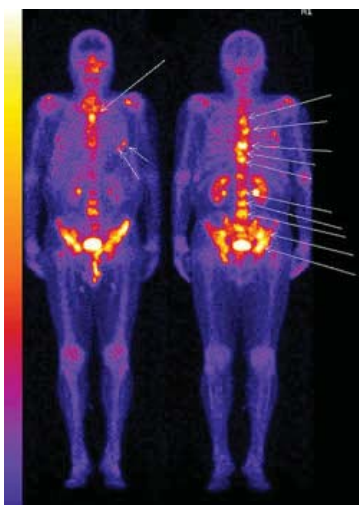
Сцинтиграфия метастатического поражения скелета (стрелка) с помощью РФП «Резоскан» (^{99m}Tc-золедроновой кислоты).
